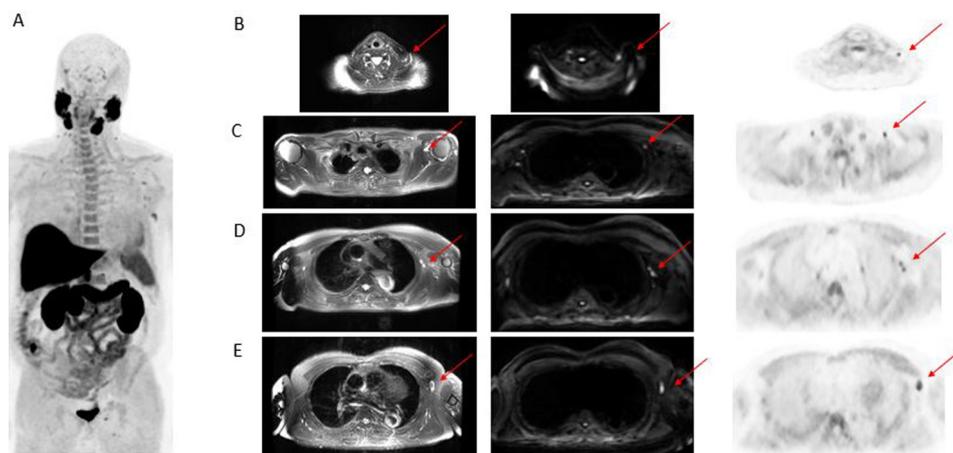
A) Imagen MIP de cuerpo completo. Imágenes PET/RM axiales seleccionadas: RM T2, RM difusión y ^{18}F -Colina. B) Fosa clavicular. C-E) Axila. Presencia de ganglios de tamaño infracentimétrico, con captación de ^{18}F -Colina y restricción de la difusión, en fosa clavicular y los 3 niveles de la axila izquierda.
